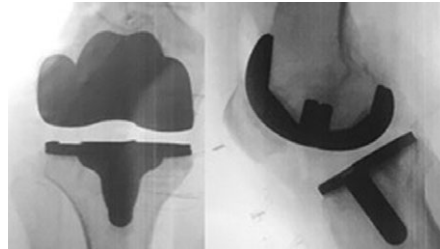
Intraoperatives Röntgenbild eines in unserem Haus eingebrachten maßgefertigten Implantats
